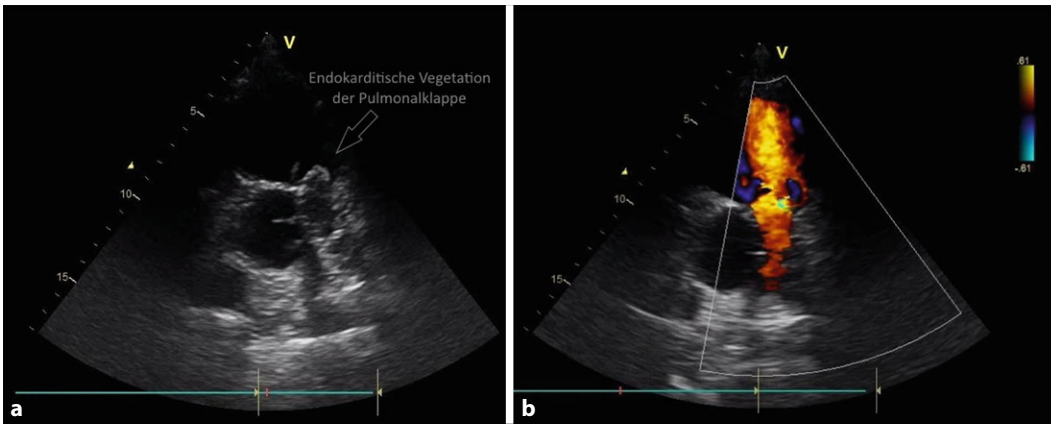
◀ a Echokardiographische Darstellung der endokarditischen Vegetation an der Pulmonalklappe (parasternale kurze Achse im B-Mode). b Farbdoppelsonographie Darstellung der hochgradigen Pulmonalklappeninsuffizienz (parasternale kurze Achse im B-Mode)
